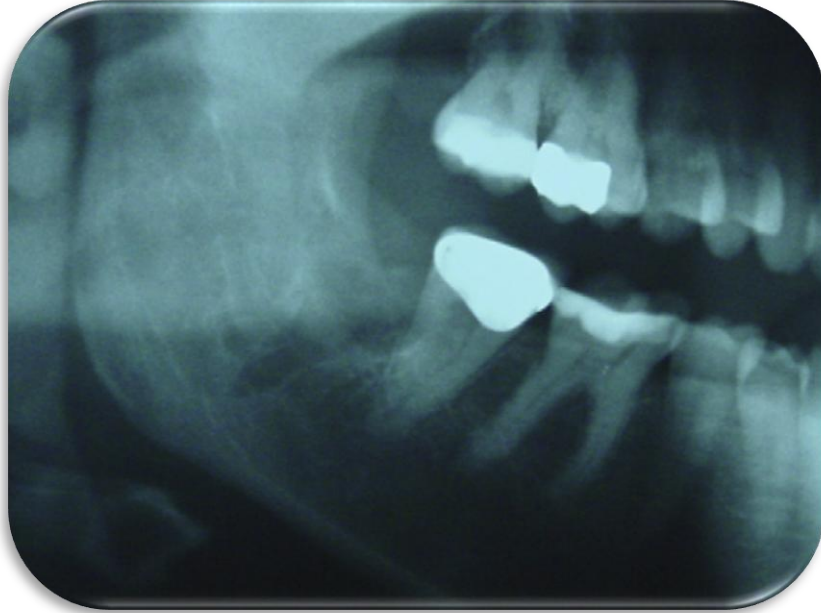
Ortopantomografía, se observa la sobreposición de los espacios de las raíces del tercer molar sobre la radiolucidez del canal alveolar inferior.⁶
